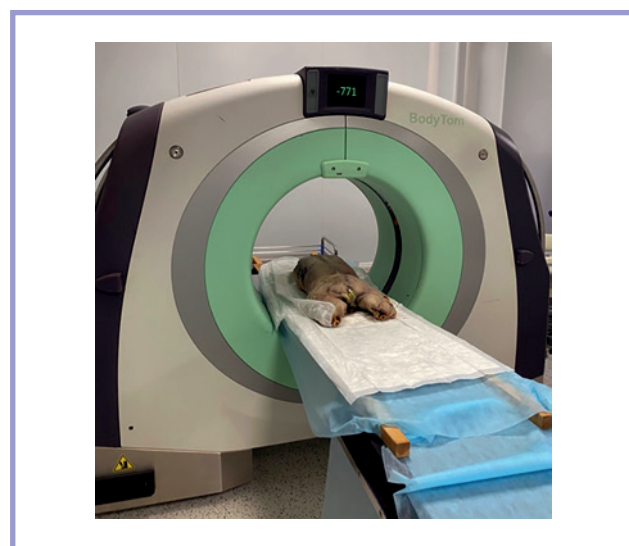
РКТ биологической модели (торс человека) на передвижном компьютерном томографе.
